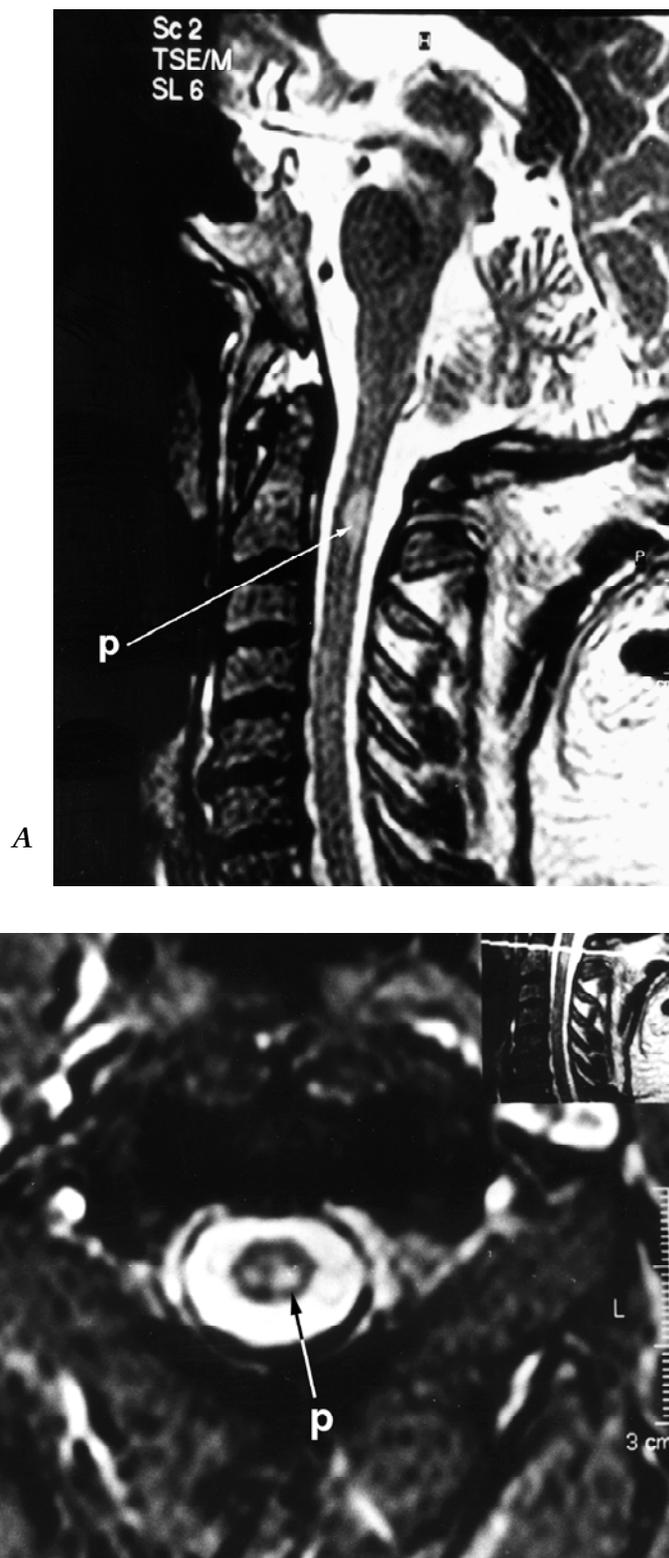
Resonancia Magnética en EM. *A* y *B*: Las imágenes en la modalidad T2, ilustran la definición de las lesiones en la médula espinal, tanto en la proyección sagital (*A*) como axial (*B*) (Tomadas del capítulo 23 de este volumen, Imágenes por Resonancia Magnética, de E. Terra y cols.).
